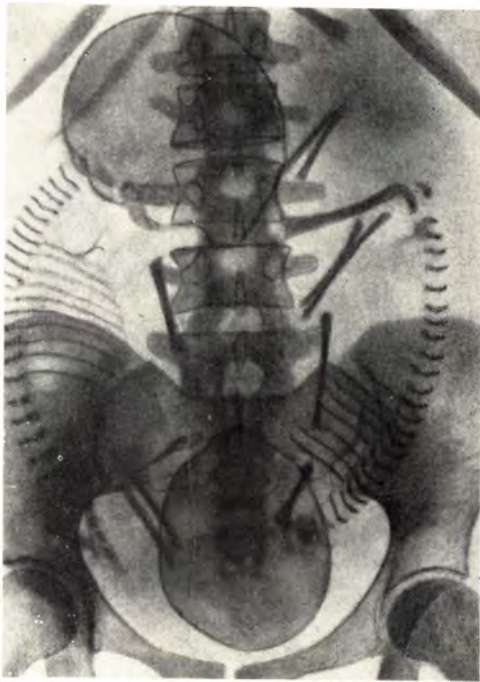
Прямая рентгенограмма живота беременной. Первый плод в головном предлежании, первая позиция. Второй плод в тазовом предлежании, вторая позиция.
